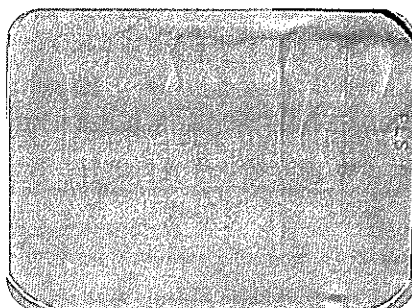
A 개인별로 제작된 교합제의 필름 유지 장치를 이용하여 촬영된 표준화 방사선사진쌍의 공제 결과이다.
